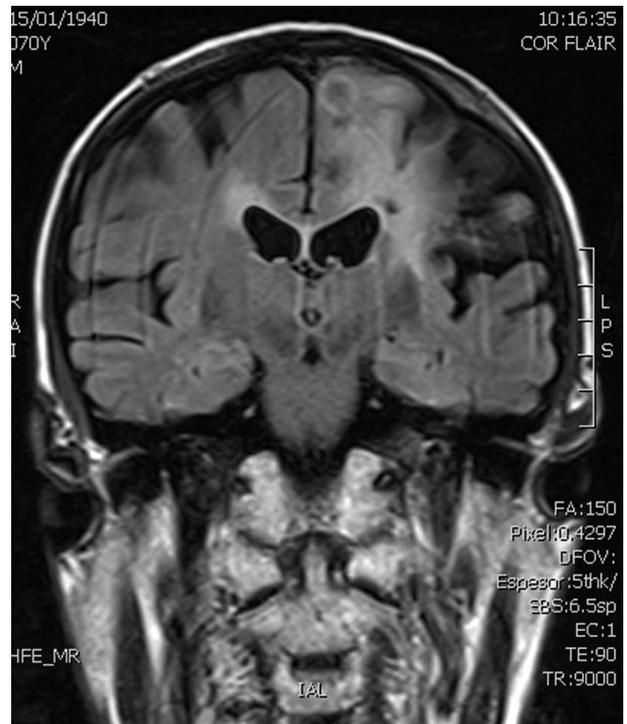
Resonancia magnética cerebral que muestra una lesión intraparenquimatosa corticosubcortical en región parietal izquierda.
